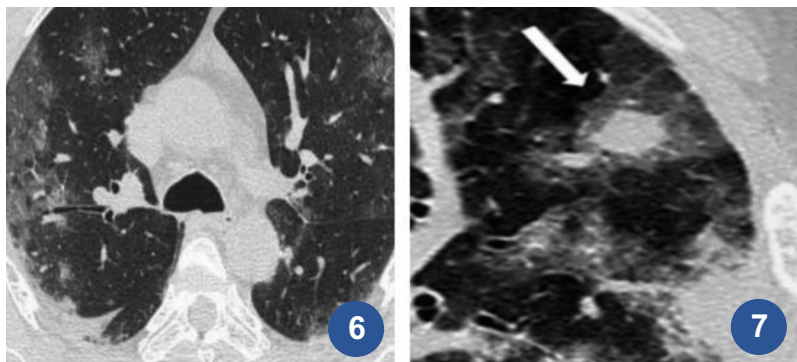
TAC de tórax áreas focales de vidrio esmerilado bilaterales, especialmente hacia la periferia pulmonar bibasales y subpleurales
